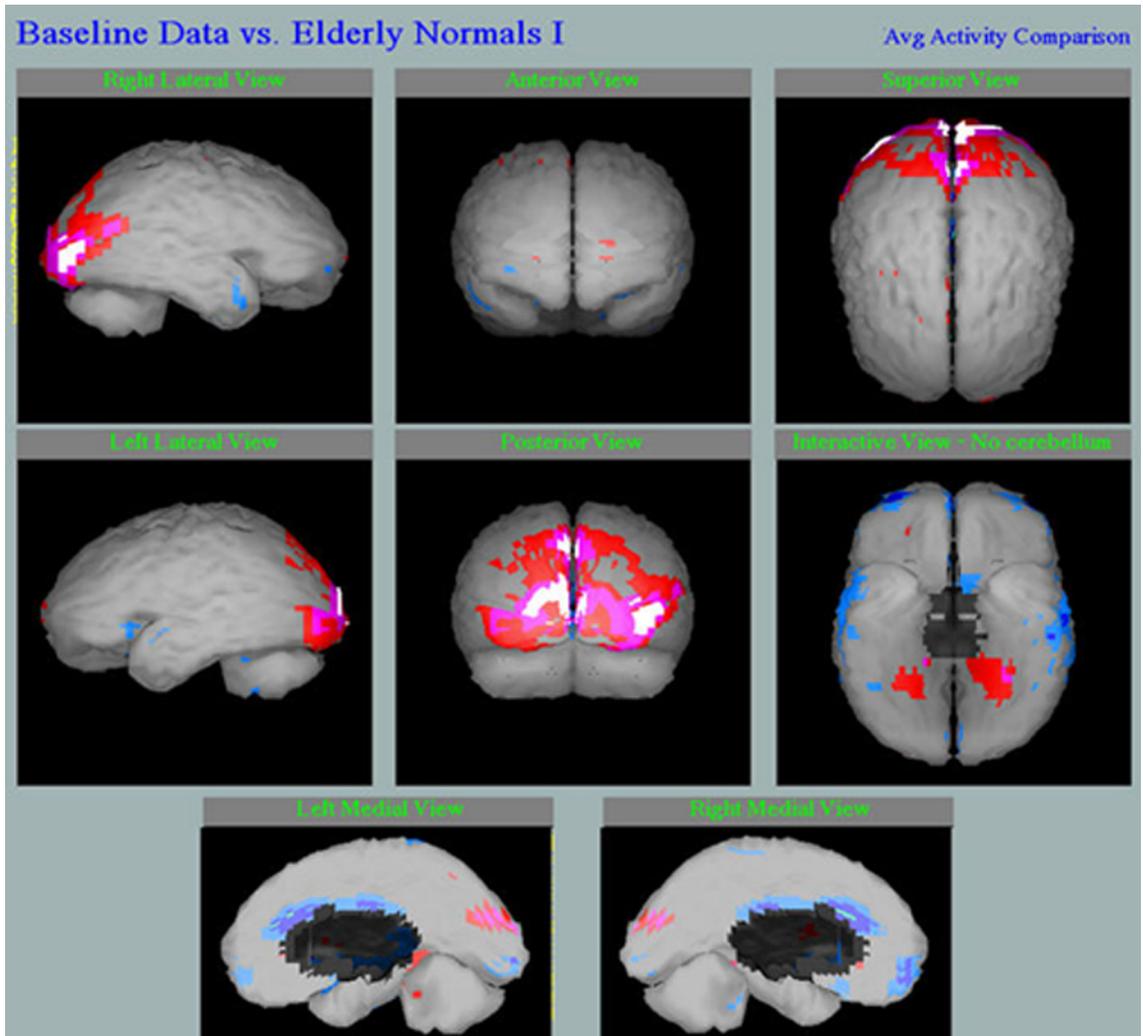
Neuro-SPECT de adulto sano.
